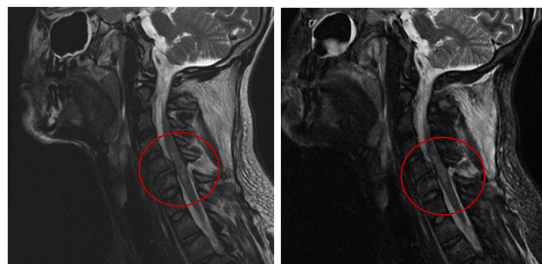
RMN cervical (sagital): Contusión medular C5-6 con lesión de ligamentos posteriores C5-6
